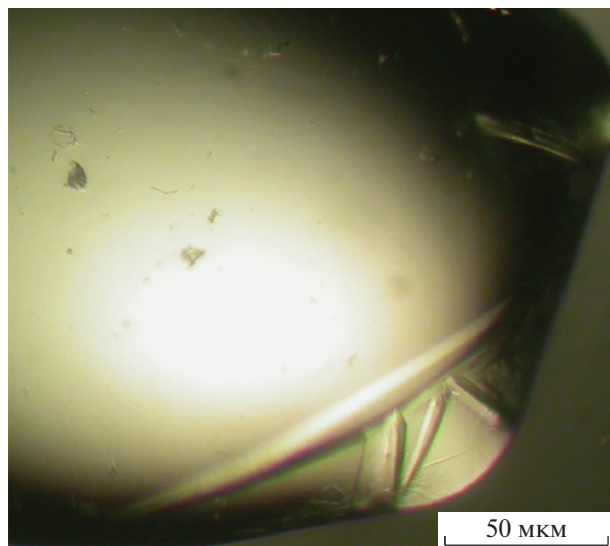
Кристаллы С-концевого фрагмента $\mu\text{p12-}\mu\text{p13}$ миомезина-2, выращенные методом диффузии паров растворителя.
